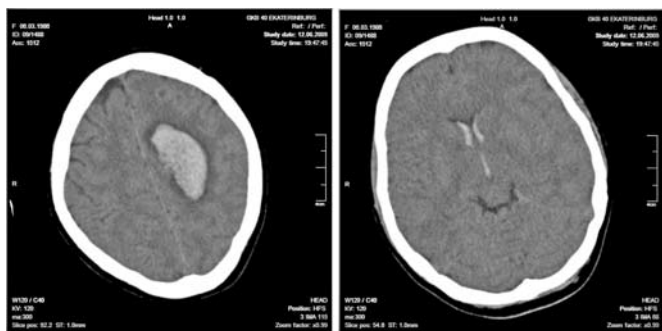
Компьютерная томограмма головного мозга пациентки Д.: гематома левой подкорковой области, объемом 53x46x27 мм, кровь в боковых и III желудочках, отек левого полушария головного мозга.
